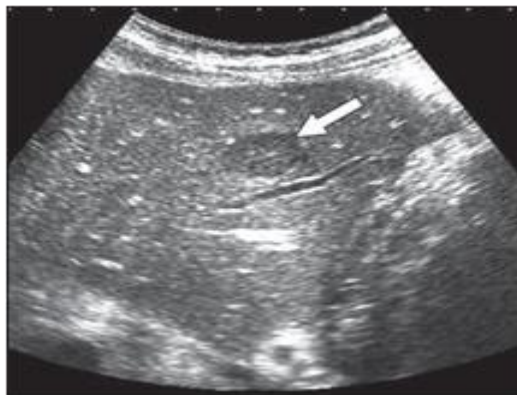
une échographie objectivant une lésion hépatique hypoéchogène correspondant à un tuberculome [118].
